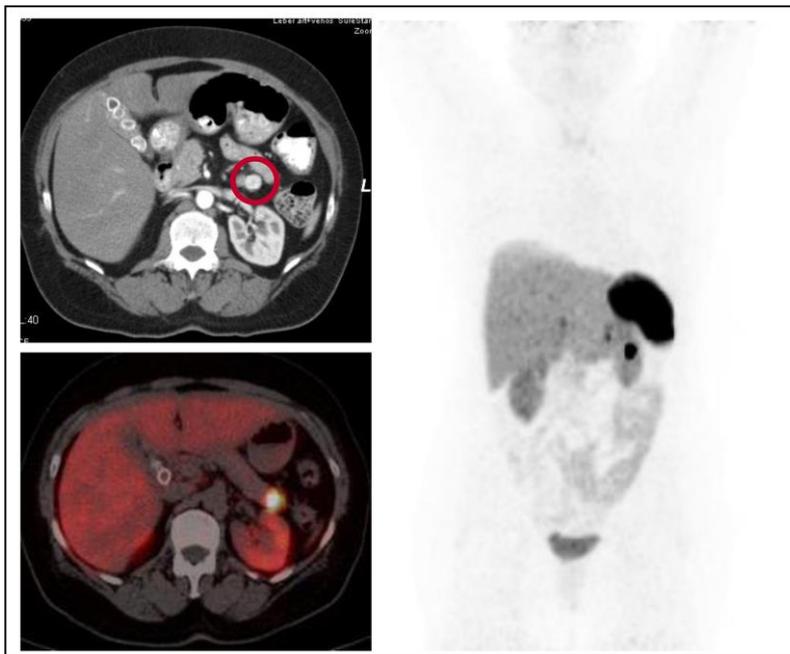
$^{68}\text{-Gallium}$ -DOTATOC-PET/CT eines Neuroendokrinen Tumors des Pankreas. Der im CT (links oben) nachweisbare Tumor stellt sich typisch für NET hell („hypervaskularisiert, also schnell und stark Kontrastmittelaufnehmend) im Vergleich zum umgebenden Pankreasgewebe dar. Die Gabe des Radioaktiv-markierten Kontraststoffes ( $^{68}\text{-Gallium}$ -DOTATOC) führt zu einer gut abgrenzbaren Mehrspeicherung im Bereich des Tumors. Außerhalb der Bauchspeicheldrüse zeigt sich keine Mehrspeicherung, so dass keine Hinweise für das Vorliegen von Tumorabsiedelungen in umgebende Lymphknoten oder andere Organe vorliegen.
